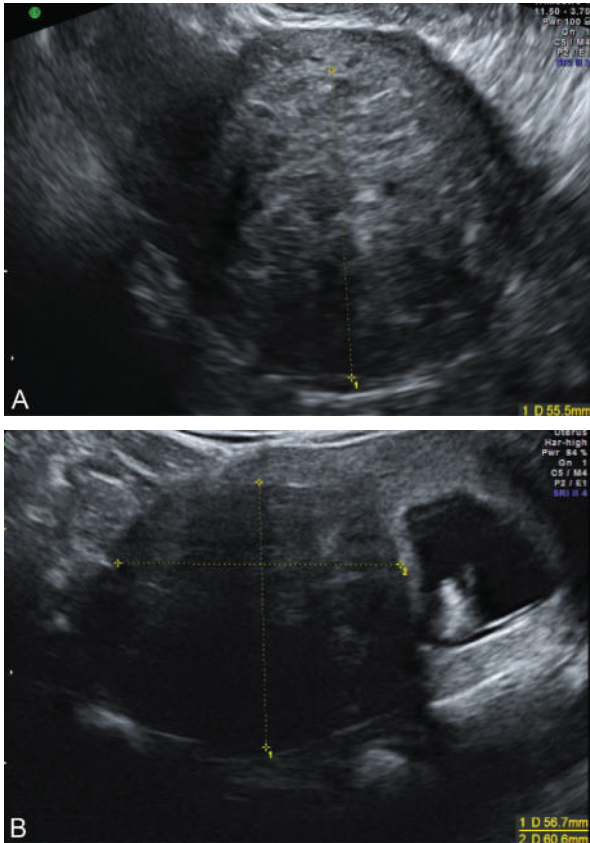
Échographie 2D révélant une masse développée au sein du myomètre arrondie évocatrice de myome utérin.
